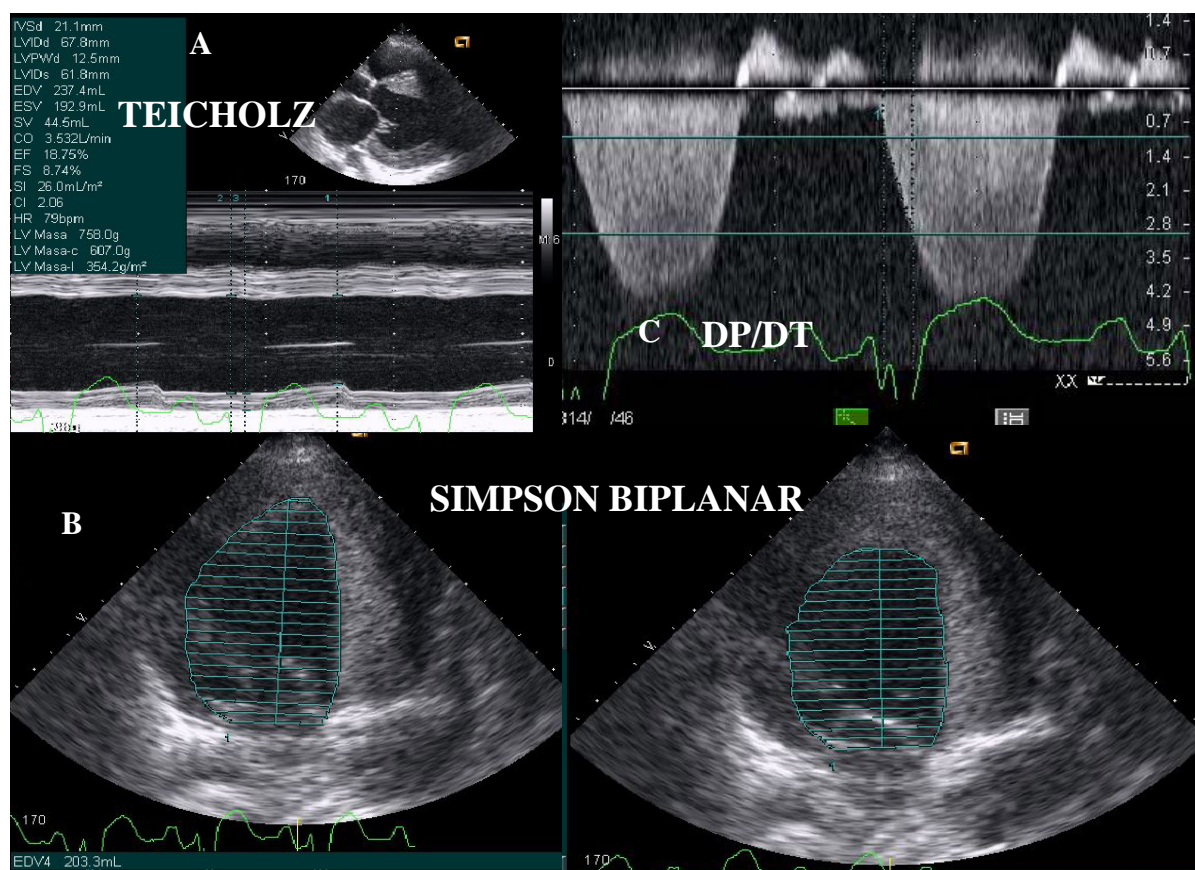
Parámetros de función sistólica ventricular. A.- Método de Teicholz: estima la función ventricular izquierda en modo M en la proyección paraesternal eje largo a partir de las dimensiones ventriculares. B.- Simpson biplanar: estima FEVI a partir de los volúmenes ventriculares valorados tras dibujar el borde endocárdico en sístole y diástole en la proyección apical 4 cámaras. C.- DP/DT : estimada en pacientes con insuficiencia mitral como el incremento de la curva de regurgitación mitral con doppler pulsado entre 1 y 3 cm/seg.
